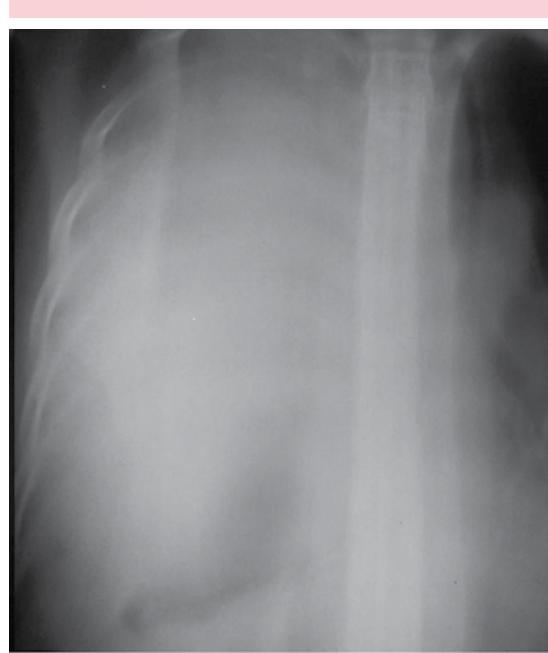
Caso 2. Tomografía de corte coronal, no se observan lesiones óseas. Tiene una opacidad total homogénea sin broncograma aéreo. Arriba del diafragma se ve una densidad de aire que corresponde al lóbulo pulmonar inferior.
